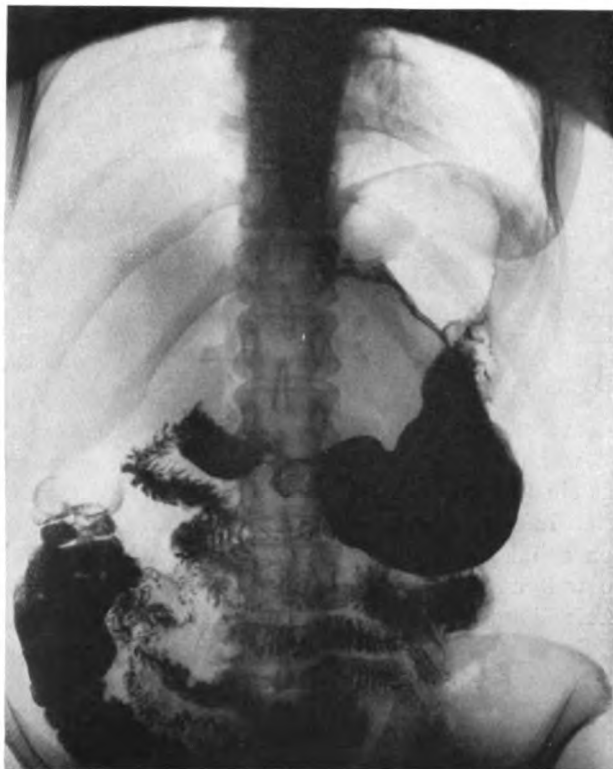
Röntgenbild.* Fall 2. Oesophagus atonisch und dilatiert. Ausgezackter Schatten der Kardia und der angrenzenden kleinen Kurvatur, nicht richtig gedeutet. Präpylorischer Füllungsdefekt (kein organischer Befund bei der Operation).
